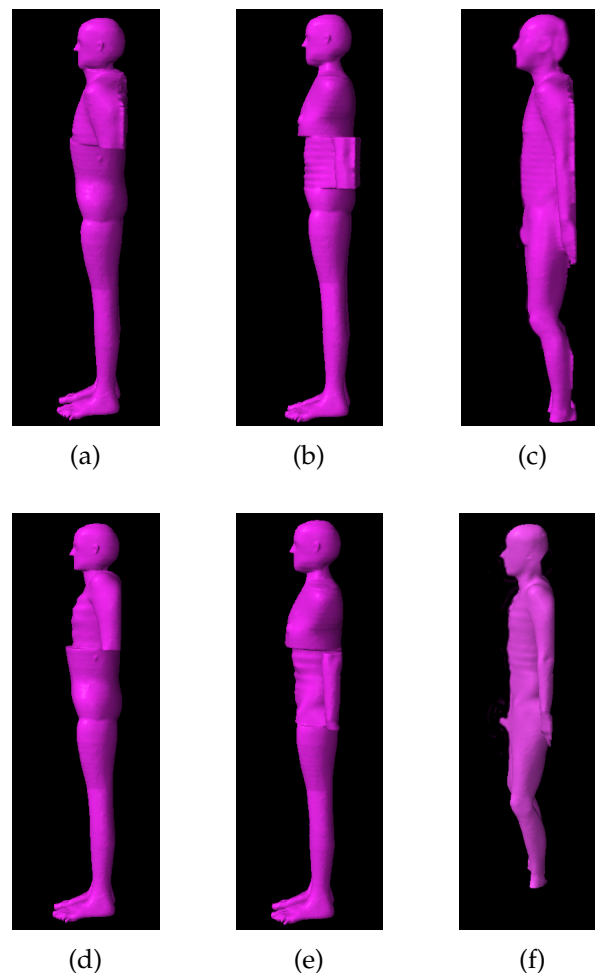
Außenkontur der fusionierten thorakalen ((a) + (d)) und abdominalen ((b) + (e)) Teil-CT-Phantom-Datensätze sowie der realen Ganzkörper-CT-Datensätze ((c) + (f))
